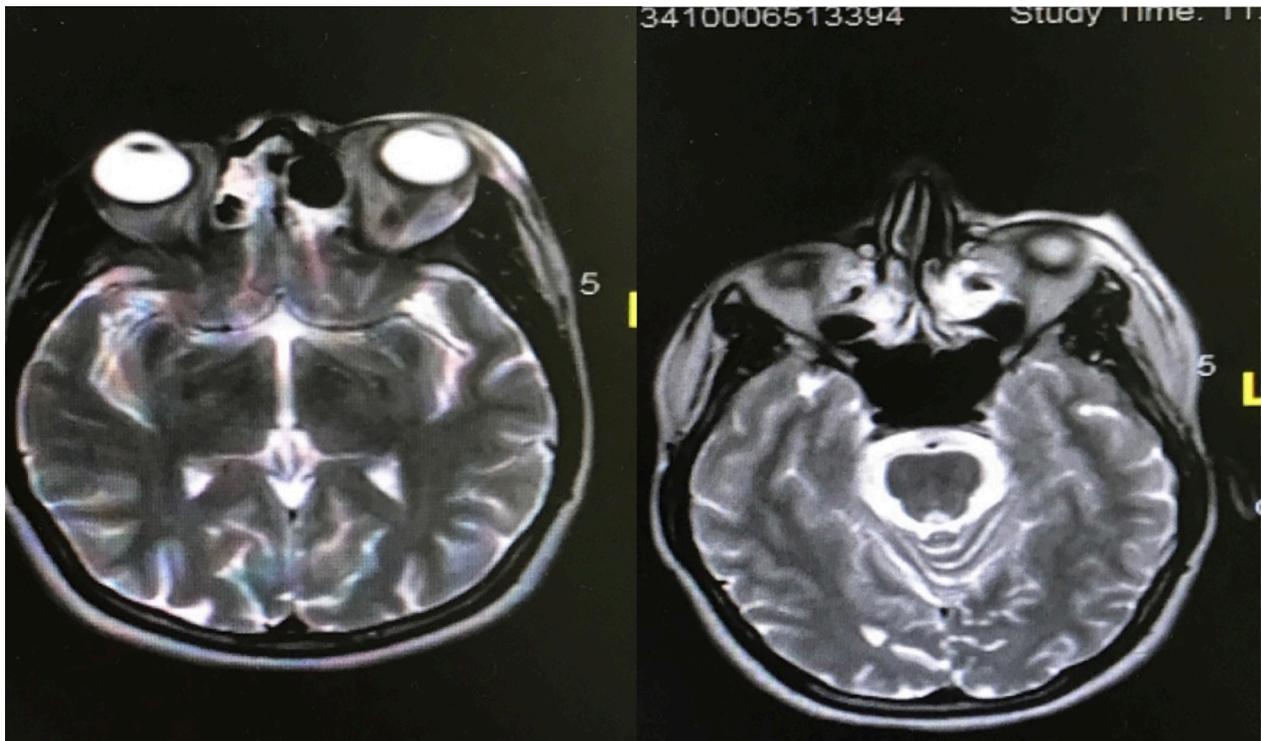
RM orbitaria. Cortes axiales.
